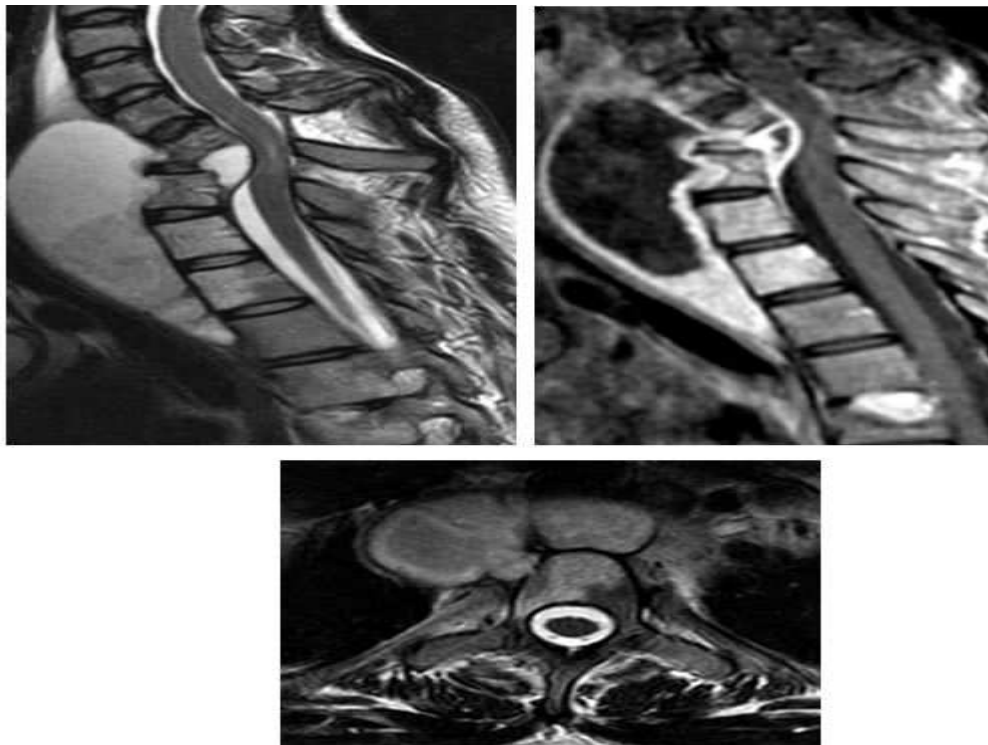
Spondylodiscite, spondylite tuberculeuse : IRM , Coupes sagittales T2, T1 avec injection de gadolinium et axiale T2, :en plus des signes de spondylite et de spondylodiscite, on note la présence d'un volumineux abcès épidural prévertébral très étendu sur une hauteur de 7 vertèbres et abcès épidural antérieur se rehaussant en périphérie après injection.
